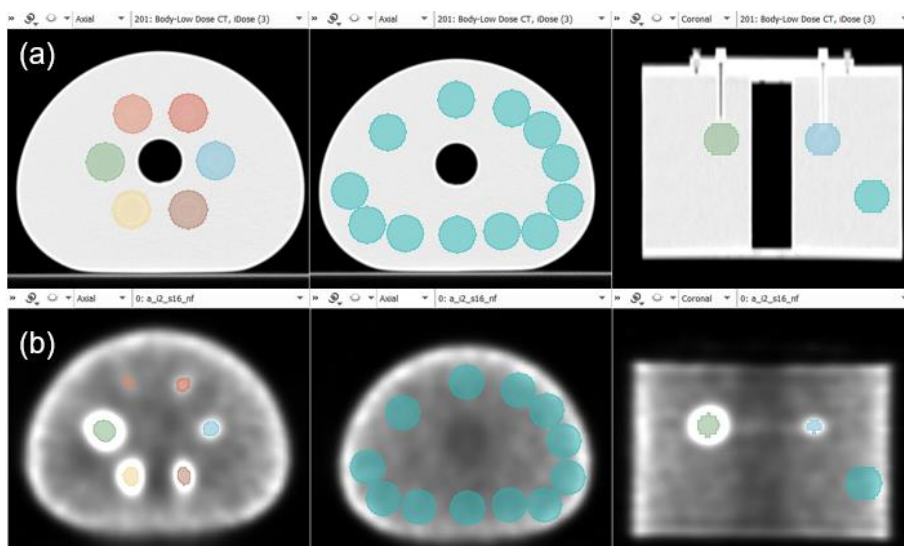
Exemplo da segmentação efetuada nas imagens do NEMA para determinação da recuperação de contraste. (a) máscara elaborada na CT; (b) máscara aplicada à SPECT com aplicação do *threshold* nas esferas.
